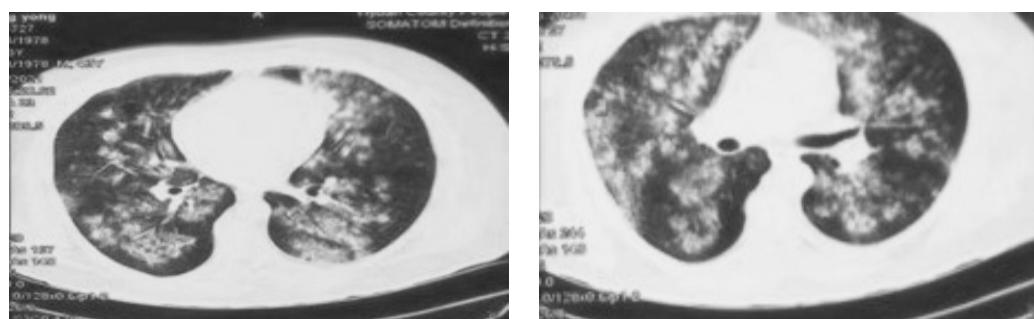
Chest CT on July 23, 2021
